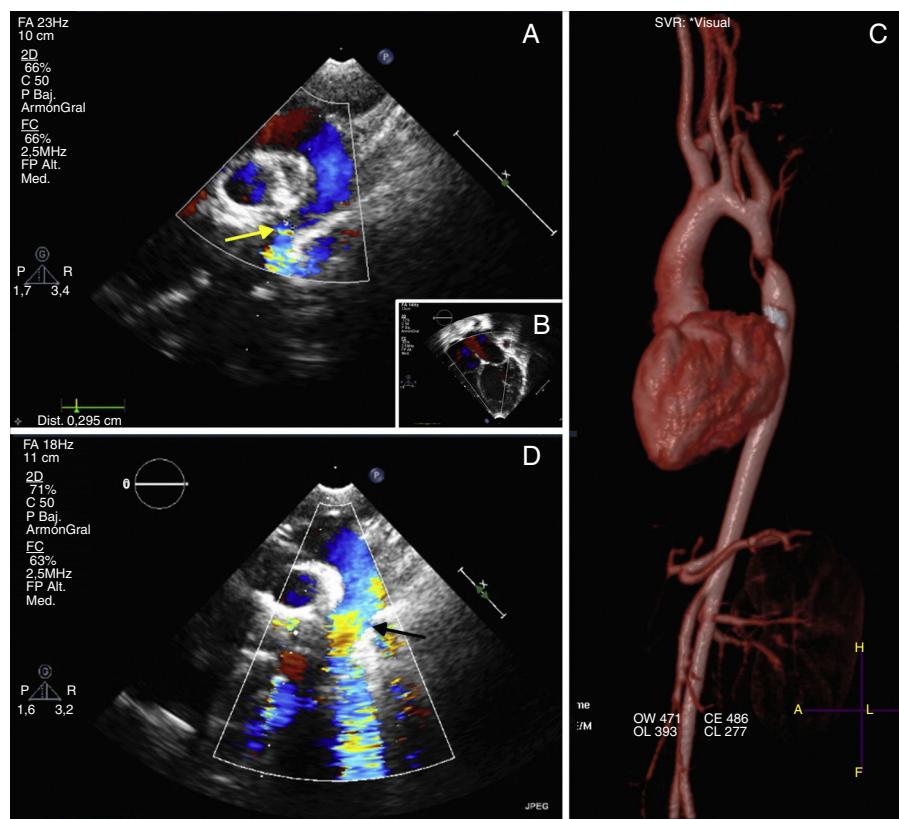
Ecocardiografía transtorácica preoperatoria. A) Proyección supra-esternal (Doppler color). Flujo en arco distal y zona de coartación (3 mm diámetro). B) Proyección 4 cámaras. Leve dilatación del VI, con endocardio hipertrabeculado en pared lateral y FE del 50%. C) Resonancia magnética nuclear con contraste (reconstrucción tridimensional). Se muestran calibres de aorta ascendente (13 mm), arco transverso (10 mm), istmo (7 mm), zona de coartación (3 mm) y aorta descendente (9 mm). D) Ecocardiografía transtorácica al alta (Doppler color). Zona de anastomosis termino-terminal. FE: fracción eyección; VI: ventrículo izquierdo.
